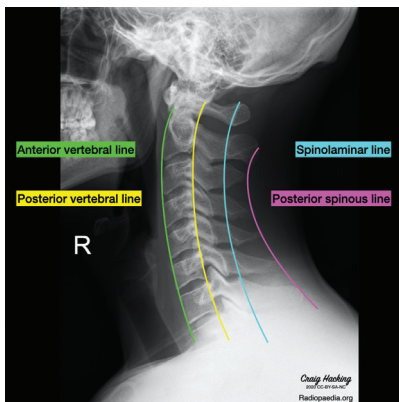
• Telerradiografia da coluna cervical com principais pontos de referência
